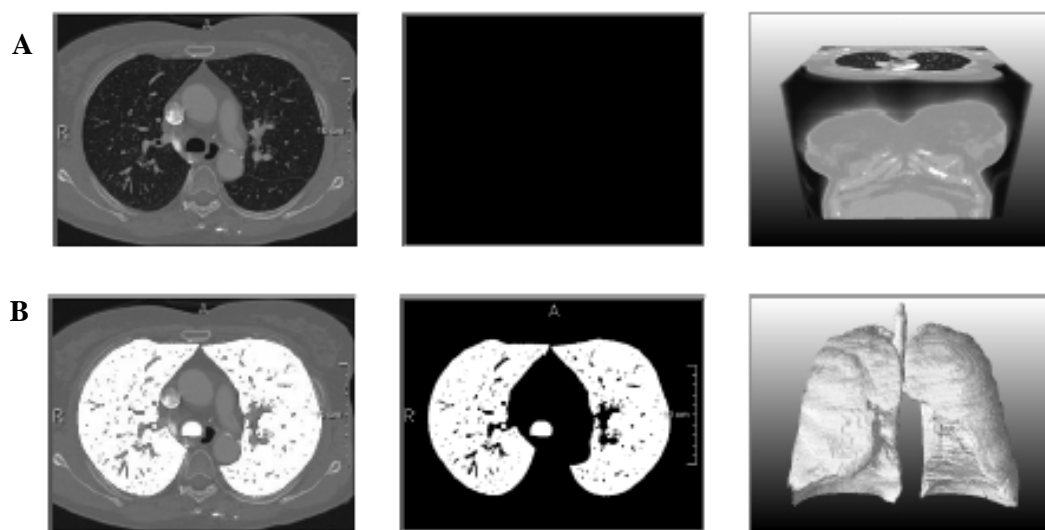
Imagem A - volume de dados da TC torácica e Imagem B - resultado da segmentação do espaço aéreo pulmonar, através da aplicação do método de *Region Growing* baseado em *threshold* fixo. Retirada de (36).
